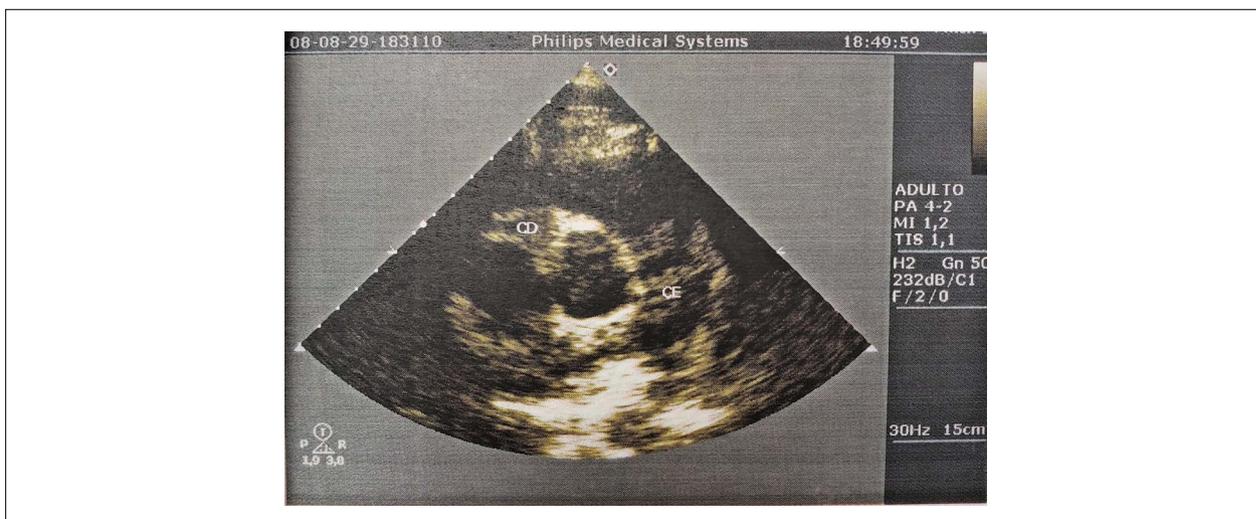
Dilatação evidente de artéria coronária direita ao ecocardiograma transtorácico em repouso.
